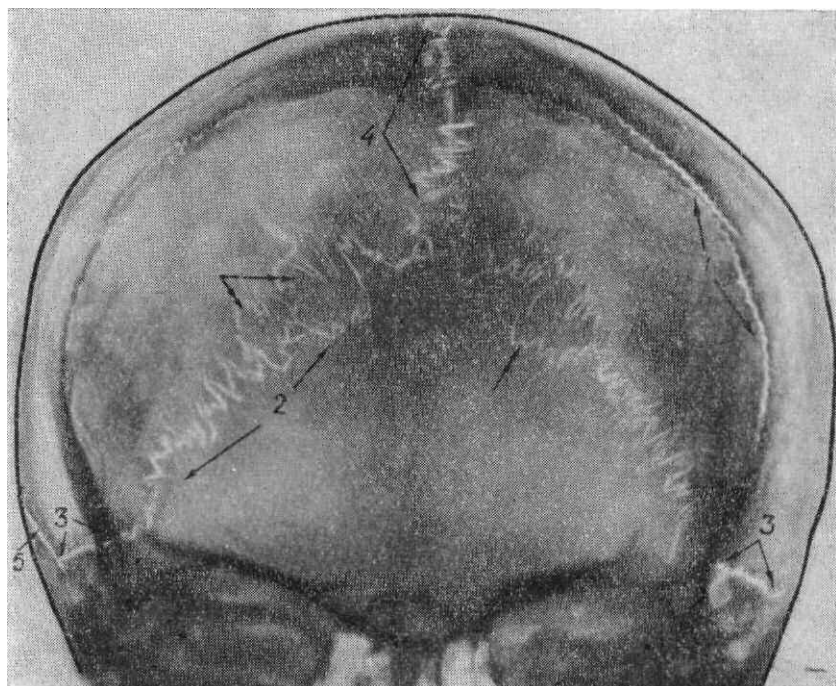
Фрагменты рентгенограмм черепа в прямой передней проекции.
